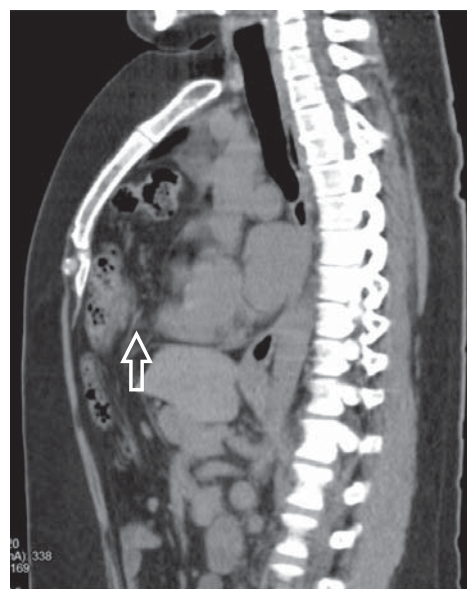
TAC simple toracoabdominal, corte sagital con defecto herniario de diafragma de 4.1 cm en su porción anterior con contenido intestinal.
